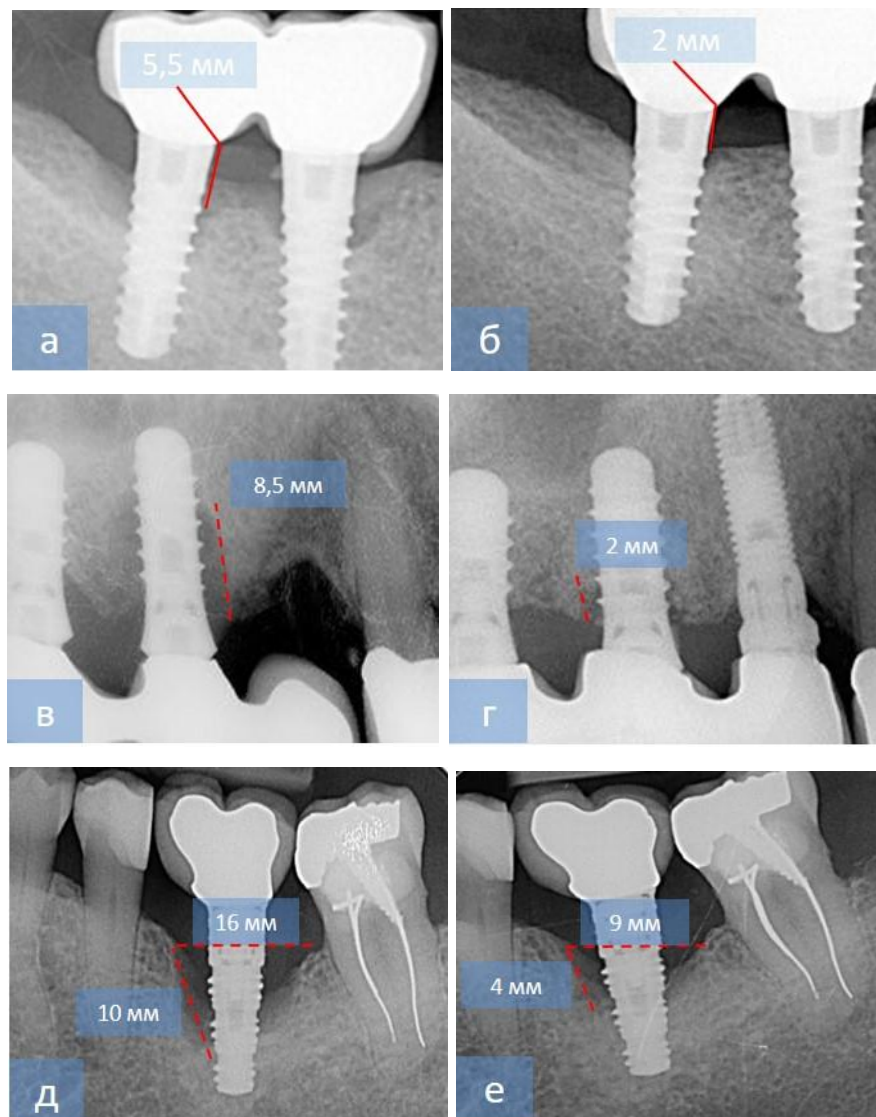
Результаты рентгенологического исследования до (а, в, д) и через 12 месяцев после (б, г, е) операции по ремоделированию периимплантной зоны у пациентов второй основной группы, где использовали ГАП и ТКФ, модифицированные гиалуроновой кислотой (а, б, в, г) и первой основной группы, где применяли ГАП и ТКФ (д, е)
